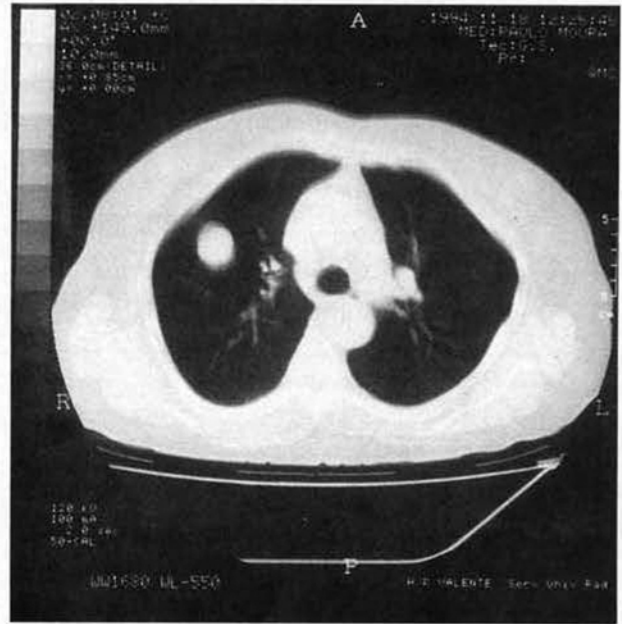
TAC torácica correspondente a Radiografia da Fig. 9. Metástase pulmonar única do LSD.
